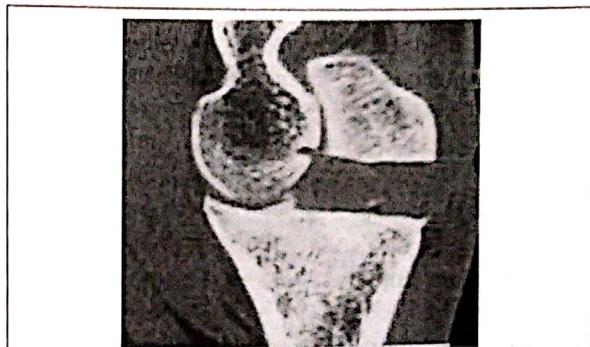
Aspect TDM après résection de l'ostéome ostéoïde
